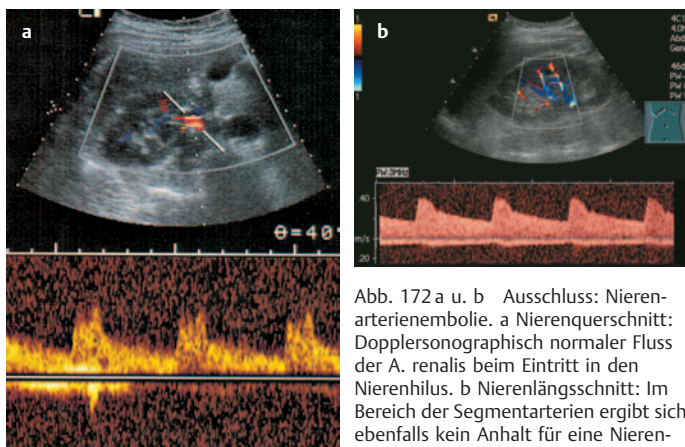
a u. b Ausschluss: Nierenarterienembolie. a Nierenquerschnitt: Dopplersonographisch normaler Fluss der A. renalis beim Eintritt in den Nierenhilus. b Nierenlängsschnitt: Im Bereich der Segmentarterien ergibt sich ebenfalls kein Anhalt für eine Nierenarterienembolie
